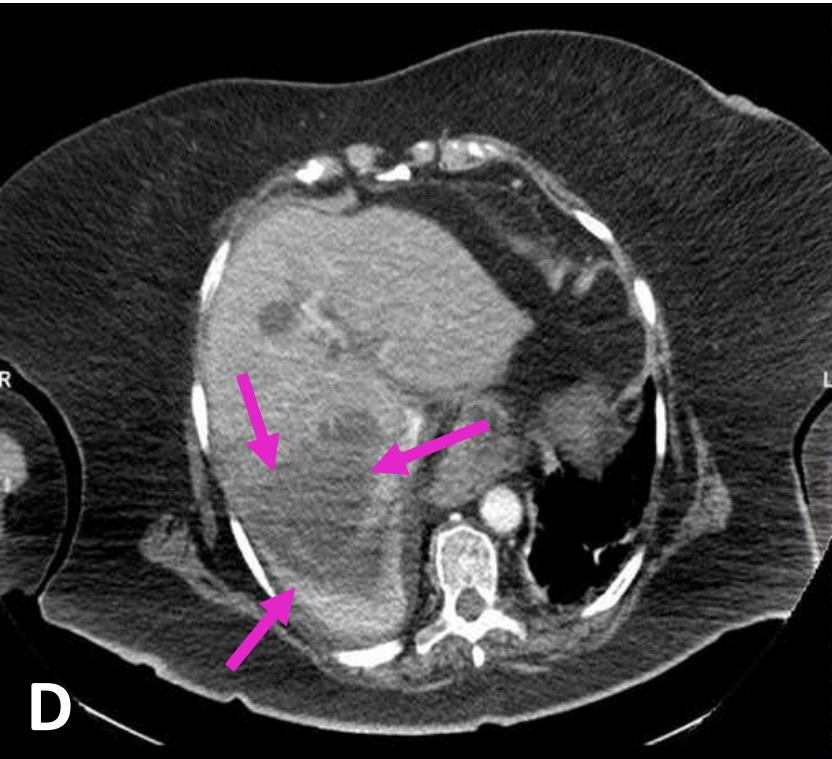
TAC abdominal con contraste intravenoso que muestra Síndrome Compartimental secundario a pancreatitis aguda. A y B: cambios inflamatorios en el páncreas con rarefacción de la grasa peripancreática, en relación con pancreatitis aguda (flechas amarillas) y edema de las paredes vesiculares (flecha verde). B: Vena renal filiforme (flecha azul oscuro) con vena cava colapsada (flecha lila) y necrosis en cabeza y cuerpo del páncreas. C: trombosis de la vena porta derecha (flechas rojas). D: infarto de lóbulo hepático derecho (flechas rosas), secundario a dicha trombosis. E: múltiples colecciones intraabdominales (flechas naranjas). F: Derrame pleural bilateral (flechas azules).
